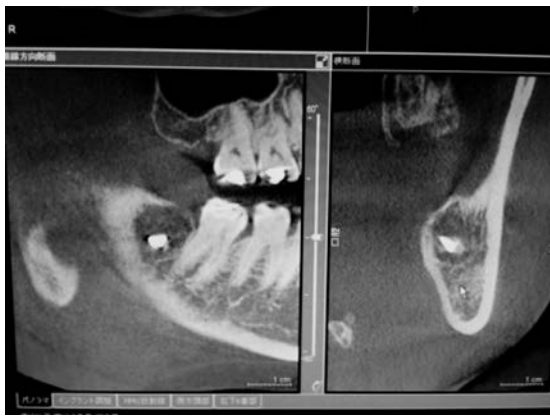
CT上で金属片を含む透過像が下顎管に近接していることを確認
